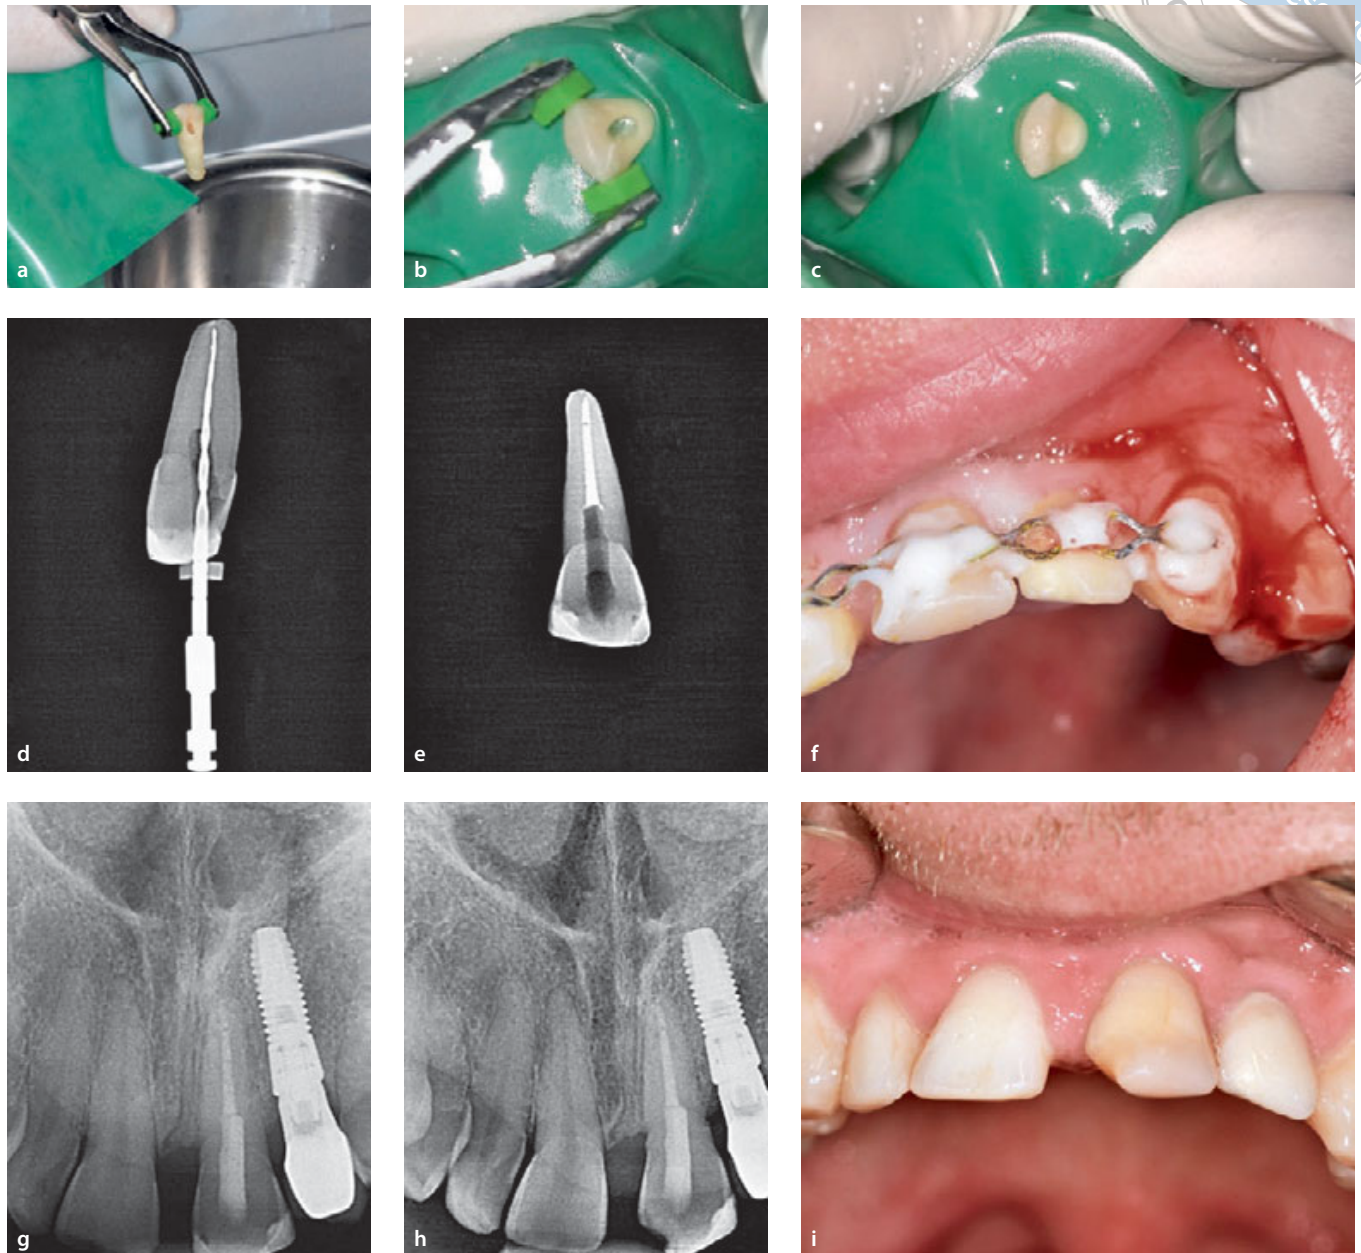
a) Extraorale Fixation des Zahns 21 mittels Pliers-Zange während der Trepanation. b) Lagerung des Zahns 21 in Zellnährlösung durch den über die Zahnrettungsbox gespannten Kofferdam während der gesamten Wurzelkanalbehandlung. c) Kompositverschluss. d) Extraorale Röntgenmessaufnahme. e) Extraorale röntgenologische Kontrolle der Wurzelkanalfüllung. f) Zustand nach Replantation des Zahns 21 und flexible Schienung. g) Röntgenologische Verlaufskontrolle nach 10 Monaten. h) Röntgenologische Verlaufskontrolle nach 34 Monaten. i) Klinische Situation nach 34 Monaten mit frakturierter mesialer Ecke der vorhandenen Restauration
